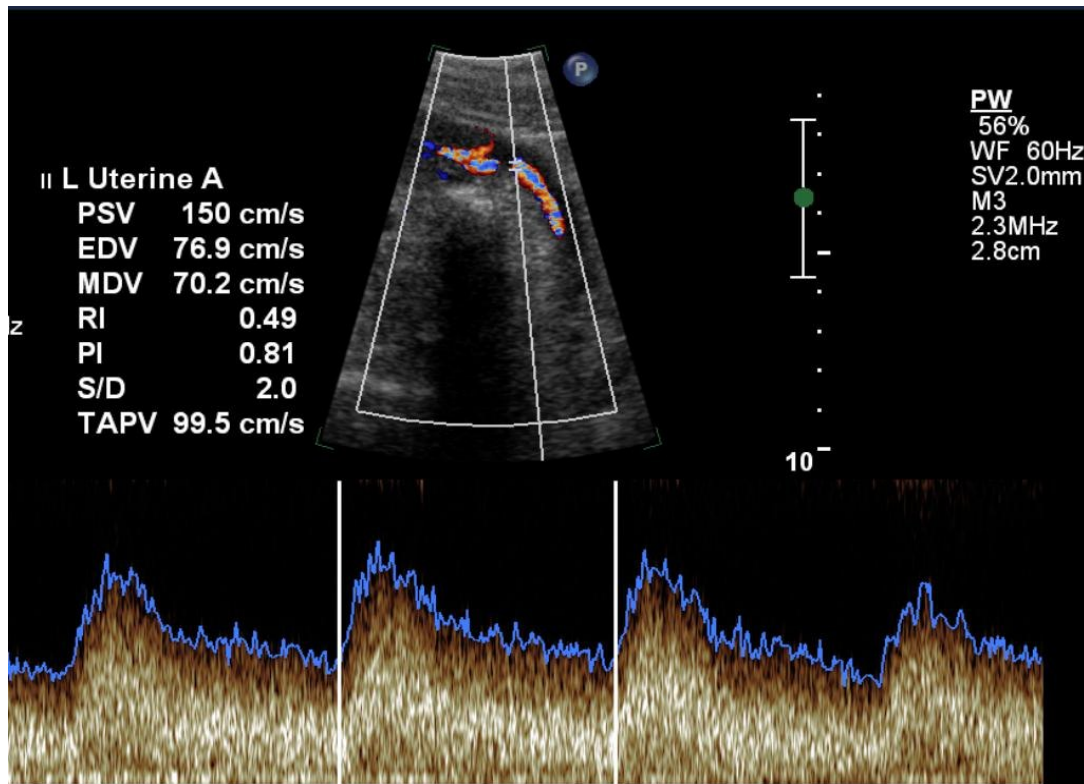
Doppler of the uterine arteries at the level of iliac vessels crossing.
